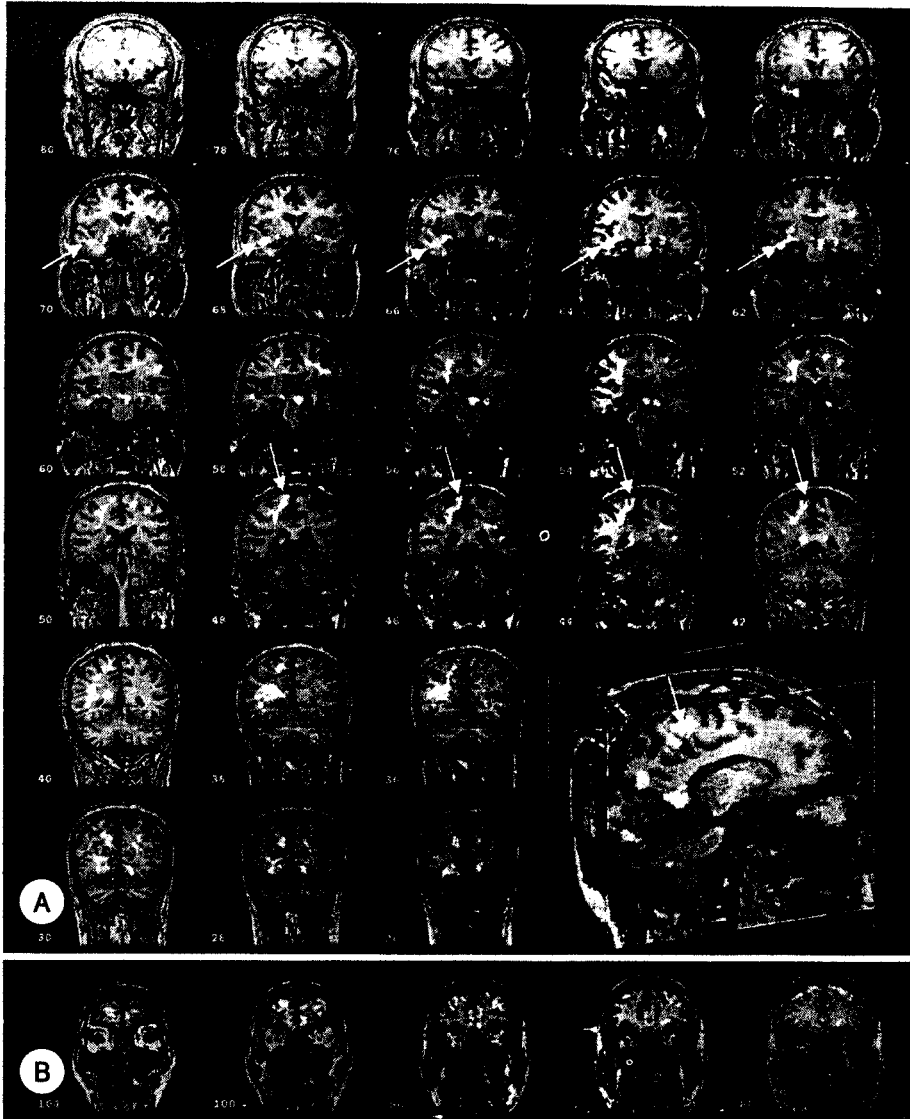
The positive (A) and negative (B) results of ictal-interictal SPECT subtraction in one patient with right mTLE. This patient showed a signal increase in the right hippocampus, especially anterior portion, in T2 and FLAIR MRI without a significant atrophy in T1 MRI. A : The increased rCBF during ictal state was found in both hippocampi (the head of right hippocampus), right superior precentral gyrus (white arrow), the right insula, and the left upper midbrain. The rCBF increase of the white matter is shown in the right anterior temporal stem (white dotted arrow), peri-corpus callosal area and temporo-parieto-occipital regions. B : The decreased rCBF during ictal state was found in the both middle frontal gyri, and medial prefrontal lobes. The subtracted SPECT is displayed in neurological view.
